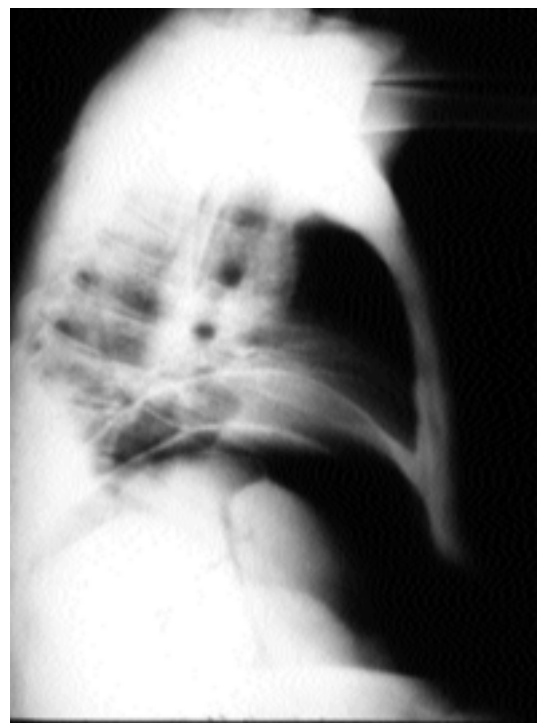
Radiografía de tórax lateral, mostrando la elevación del diafragma y una colección líquida aireada subfrénica.
